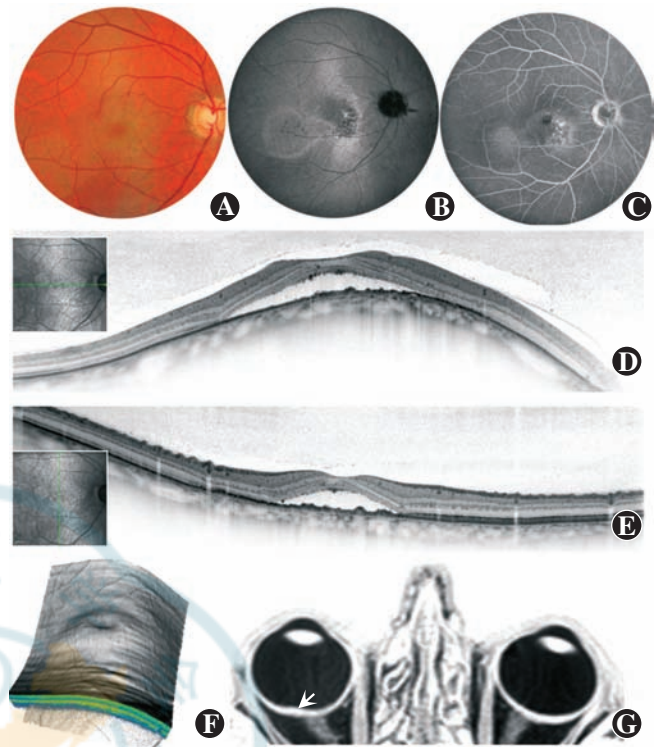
圆顶状黄斑垂直切面 A:眼底检查无异常发现 B:眼底自发荧光表现为低自发荧光,黄斑区 RPE 萎缩,周围为高自发荧光区域 C:荧光造影显示不均匀的高荧光,有渗漏点 D、E、F:OCT 水平和垂直扫描或后极部 3D 重建进行比较,发现眼球壁曲率差异,存在 SRD G: MRI 显示右眼黄斑局限性眼球壁增厚(箭头)
